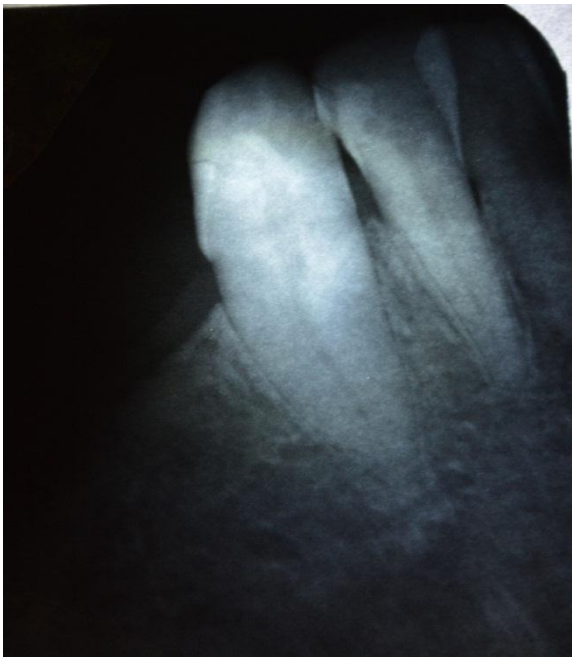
Radiografía periapical de la pieza 33 canino inferior izquierdo
